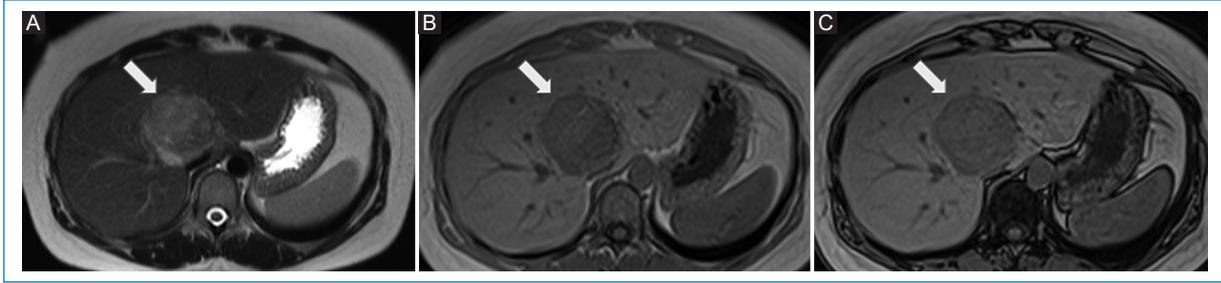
RM hepática. Axial T2 (A), T1 en fase (B) y T1 fuera de fase (C) muestran un tumor bien circunscrito en los segmentos VIII-IV, con ligera hiperintensidad en T2 y la misma señal hipointensa en las secuencias ponderadas en T1 fase y fuera de fase (flechas).
